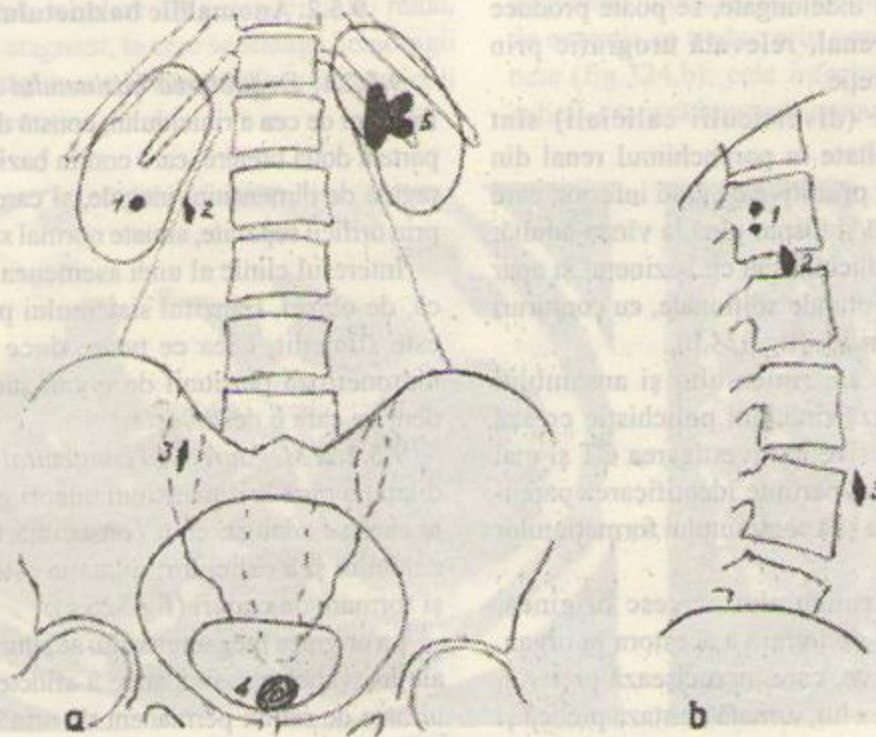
Aspecte radiologice produse de calculii radioopaci. a: radiografie renală simplă. 1: calcul renal; 2: calcul al joncțiunii pielo-ureterale; 3: calcul al ureterului pelvin; 4: calcul vezical; 5: calcul coraliiform. b: proiecția de profil a calculilor renali (1), pielici (2), ureterali (3).
